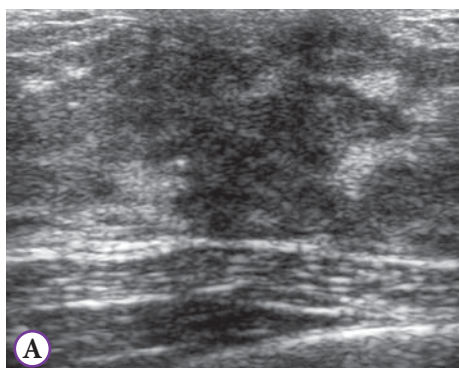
А — УЗИ: телархе и железистая ткань; Б — телархе и железистая ткань
